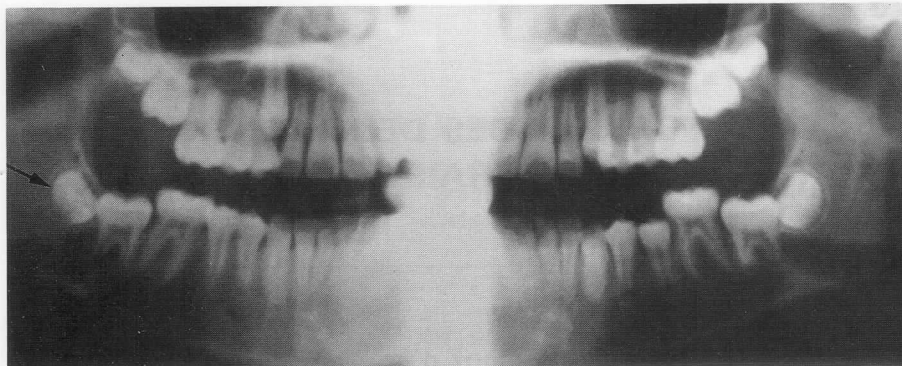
B Étapes évolutives de l'organe dentaire suivies sur les radiographies panoramiques de différents patients (tous cas à traiter, sauf le cliché D, traité pour D.D.M. avec sacrifice des 14, 24, 34 et 44). Remarquer la différence d'âge dentaire entre les clichés B et C, représentative de l'importance des variations individuelles.
